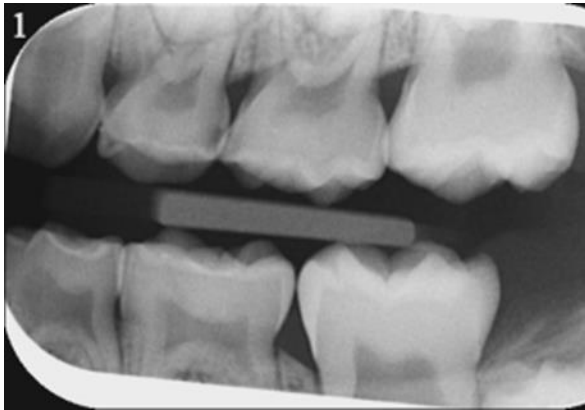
Röntgenbild und DIAGNOcam®-Bild vom Patient Nummer 1.
